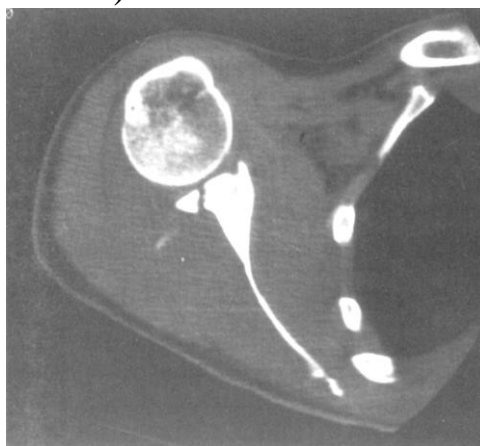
КТ плечевого сустава. Перелом лопатки с распространением линии перелома на суставную поверхность
